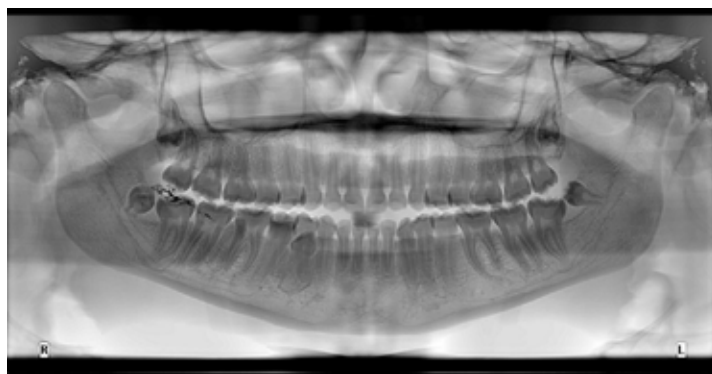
Ортопантомограма пацієнтки В., 22 роки, із шістьма надкомплектними зубами (19, 29, 39, ділянка премолярів нижньої щелепи справа – два (вестибулярна, оральна сторона), 49)
